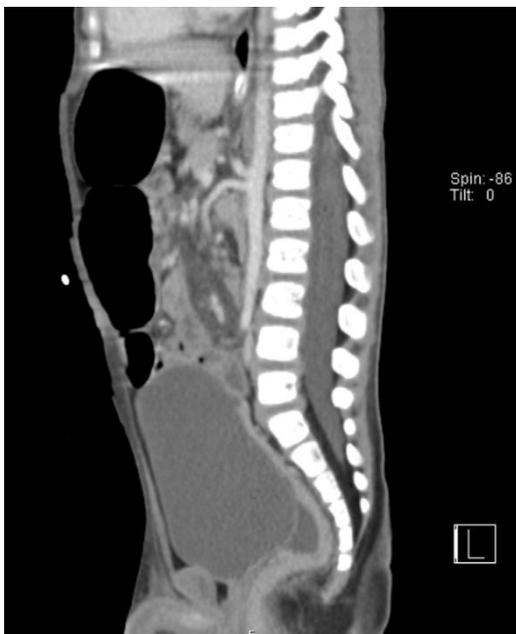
Angiotomografia computadorizada em plano sagital: evidência de megabexiga.
